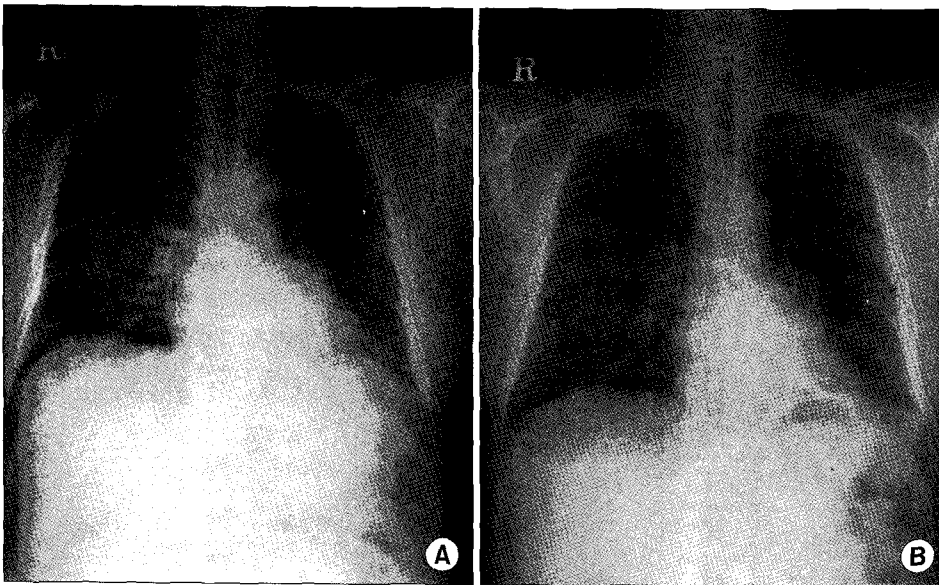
Preoperative and postoperative chest radiographic findings. Bilateral diffuse patchy infiltration on both parenchyme (crazy-paving appearance) was seen preoperatively (A). After whole lung lavage on ECMO support, radiologic finding was remarkably improved (B).
